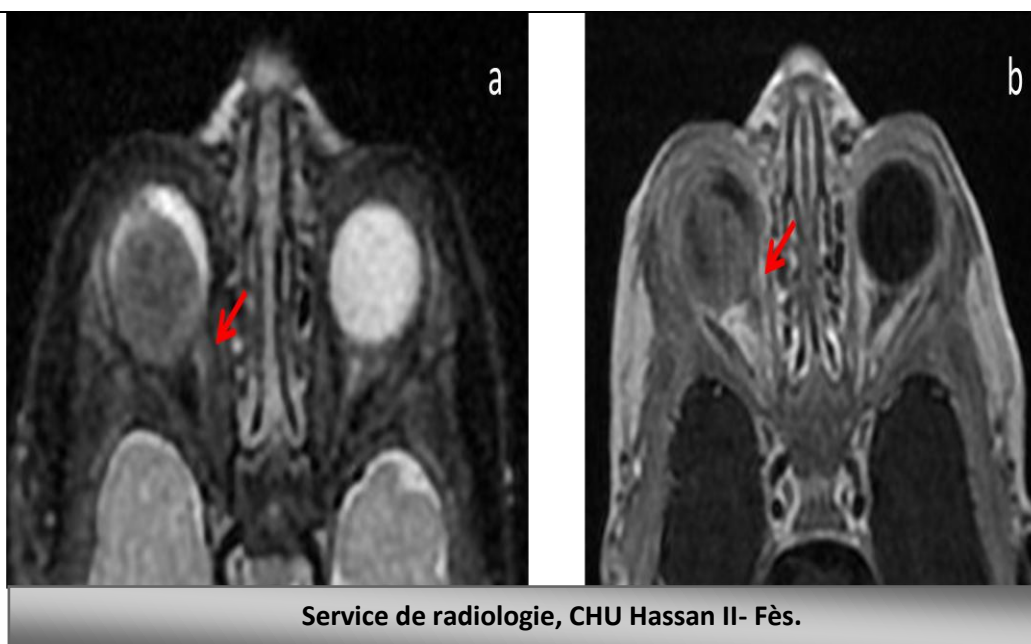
IRM en séquence axiales T2 (a), et T1C+ (b) : envahissement du nerf optique au niveau de sa partie proximale à plus de 2 mm de son émergence par rapport à la papille, qui apparaît en hyposignal T2 avec prise de contraste sur la séquence injectée.
